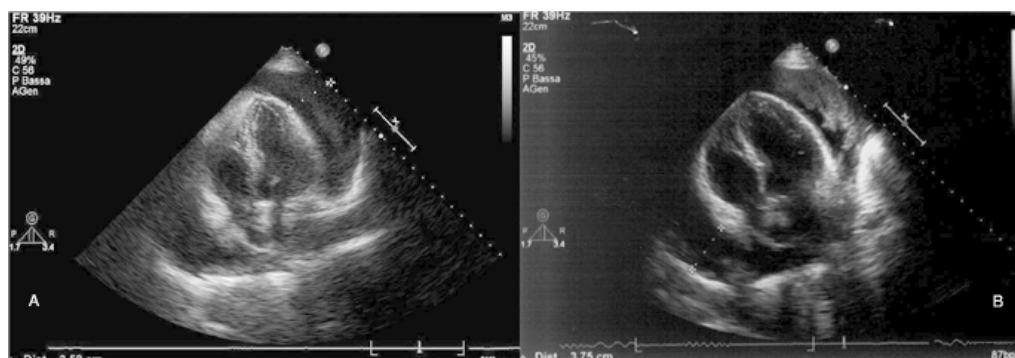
Ecocardiogramma transtoracico: proiezione 4 camere apicale dimostrante diffuso, abbondante versamento pericardico nel cui contesto si evidenzia materiale ecogeno (A). Collasso atriale destro (B).
